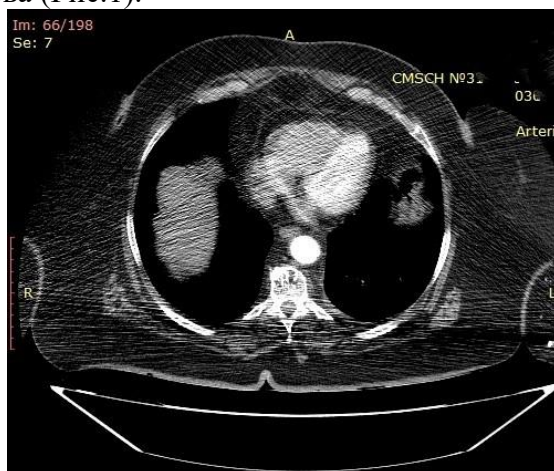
КТ грудного отдела аорты пациентки Е до проведения операции
